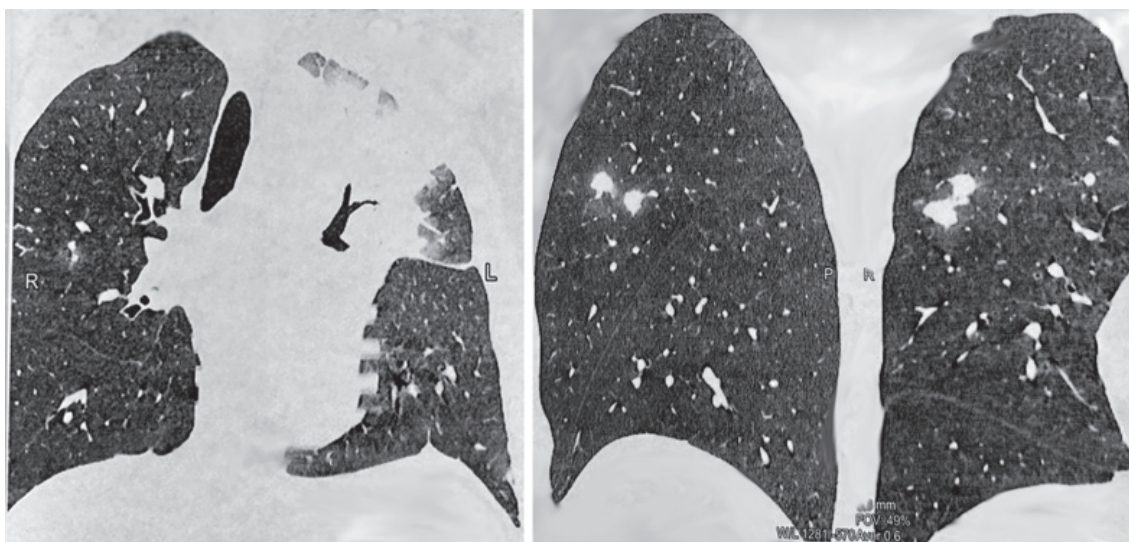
КТ ОГП хворого О. – Інфільтративний процес в/ч лівої легені із поширенням процесу на праву і н/ч лівої легені, після курсу неуспішної двомісячної специфічної терапії
